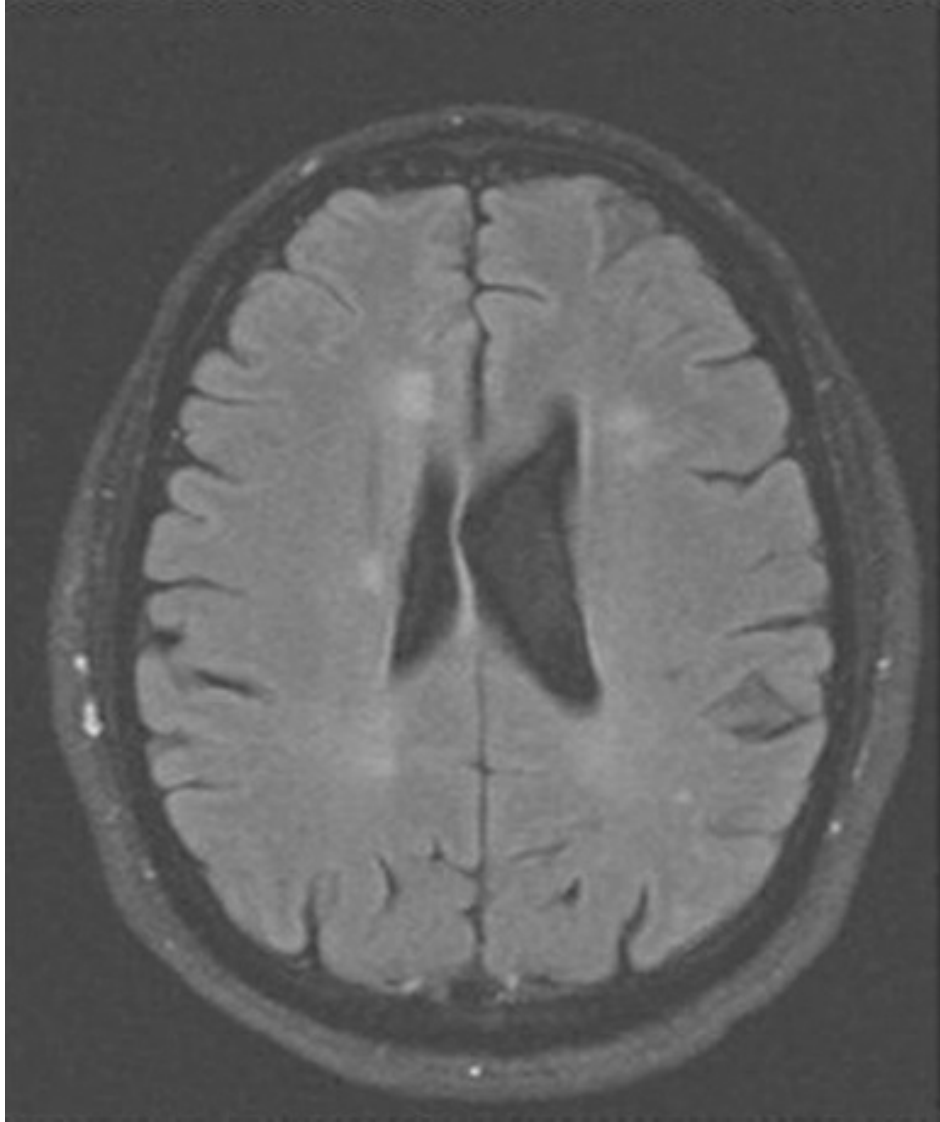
RMN axial secuencia FLAIR.
